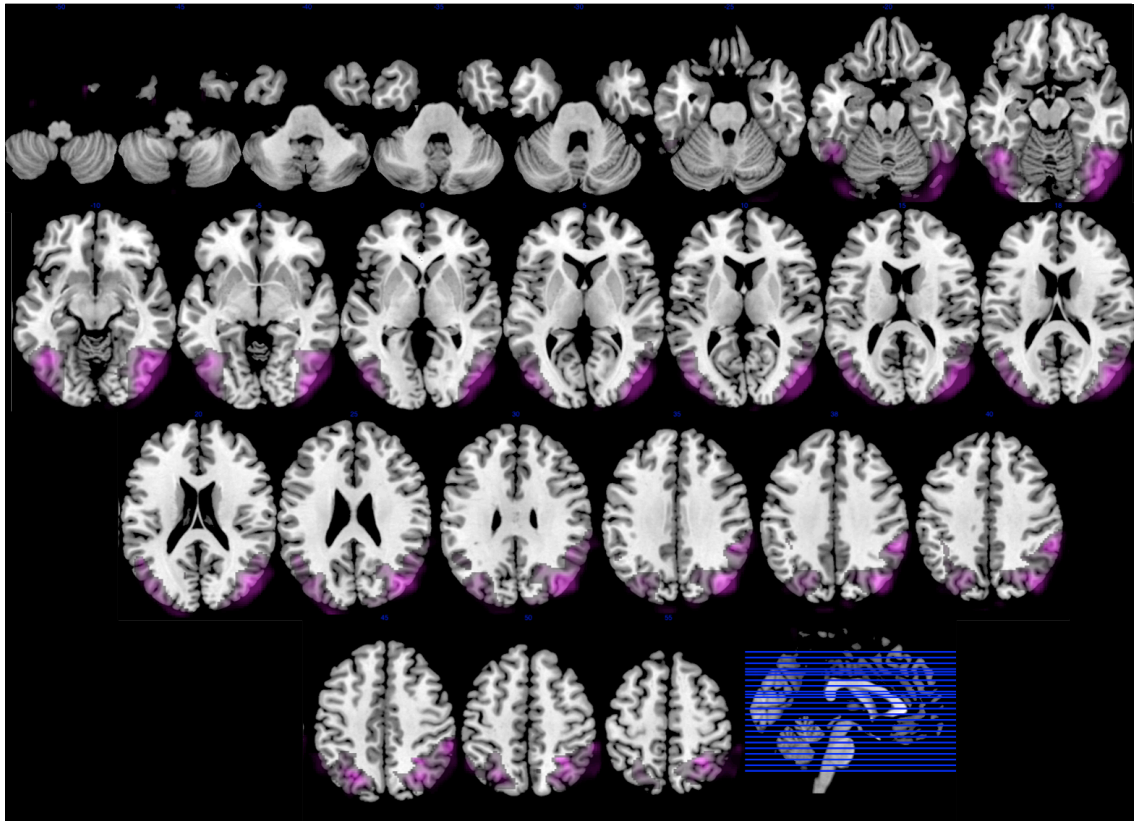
34. Topografía de la atrofia cortical posterior. Imagen superpuesta sobre Resonancia Magnética a partir del análisis realizado con SPM mostrado en la figura 4.33. Se muestran las zonas de menor metabolismo en el grupo de pacientes con atrofia cortical posterior en comparación con controles. Orientación neurológica.
